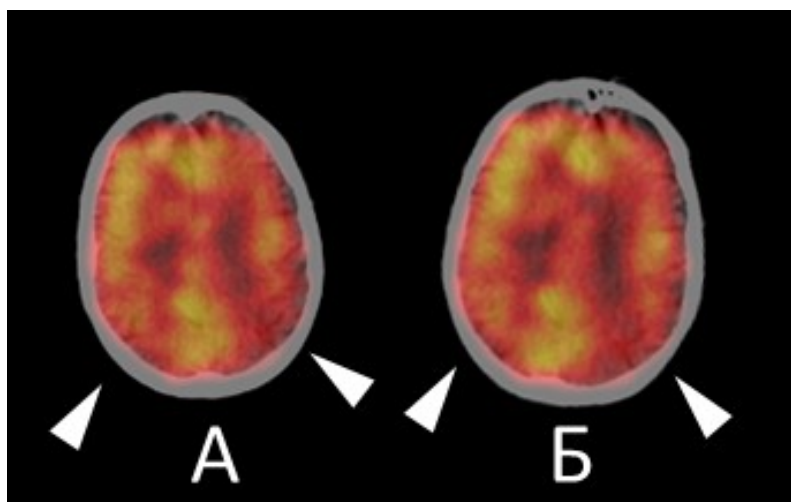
Перфузионная ОФЭКТ головного мозга, аксиальный срез выше тел боковых желудочков. Мужчина, 69 лет, болезнь Альцгеймера. Первичное (А) и повторное (Б) сканирование через 4 месяца на фоне терапии акатинола мемантином. Балл по шкале MMSE 25 (без изменений)
